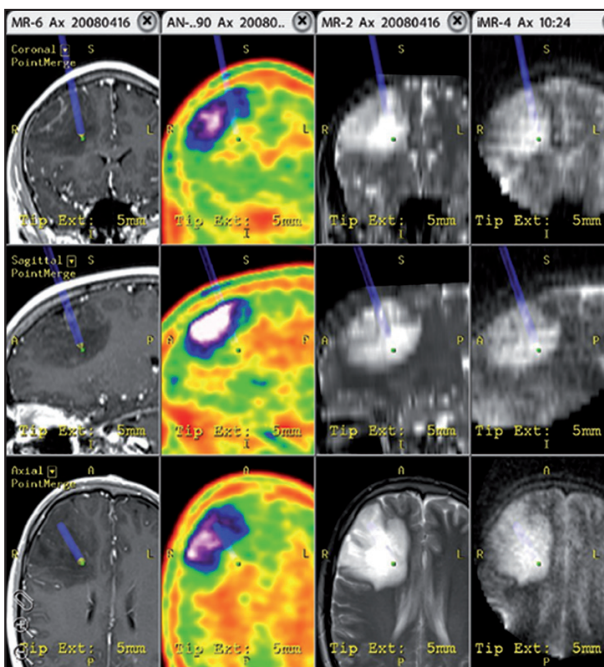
Ecran de contrôle du système de neuronavigation. La navigation peut être réalisée sur diverses modalités d'imagerie et dans divers plans anatomiques. Les images pré-opératoires (T1 avec injection de gadolinium, PET scan à la tyrosine et T2) figurent dans les trois colonnes de gauche. La colonne de droite montre les images obtenues pendant l'intervention avec l'IRM interventionnelle Polestar N20. Bien que tout le cerveau ne soit pas visible, la zone d'intérêt pour l'intervention peut être étudiée en détail. La tumeur, un oligodendrogliome, a fait l'objet d'une résection complète.
